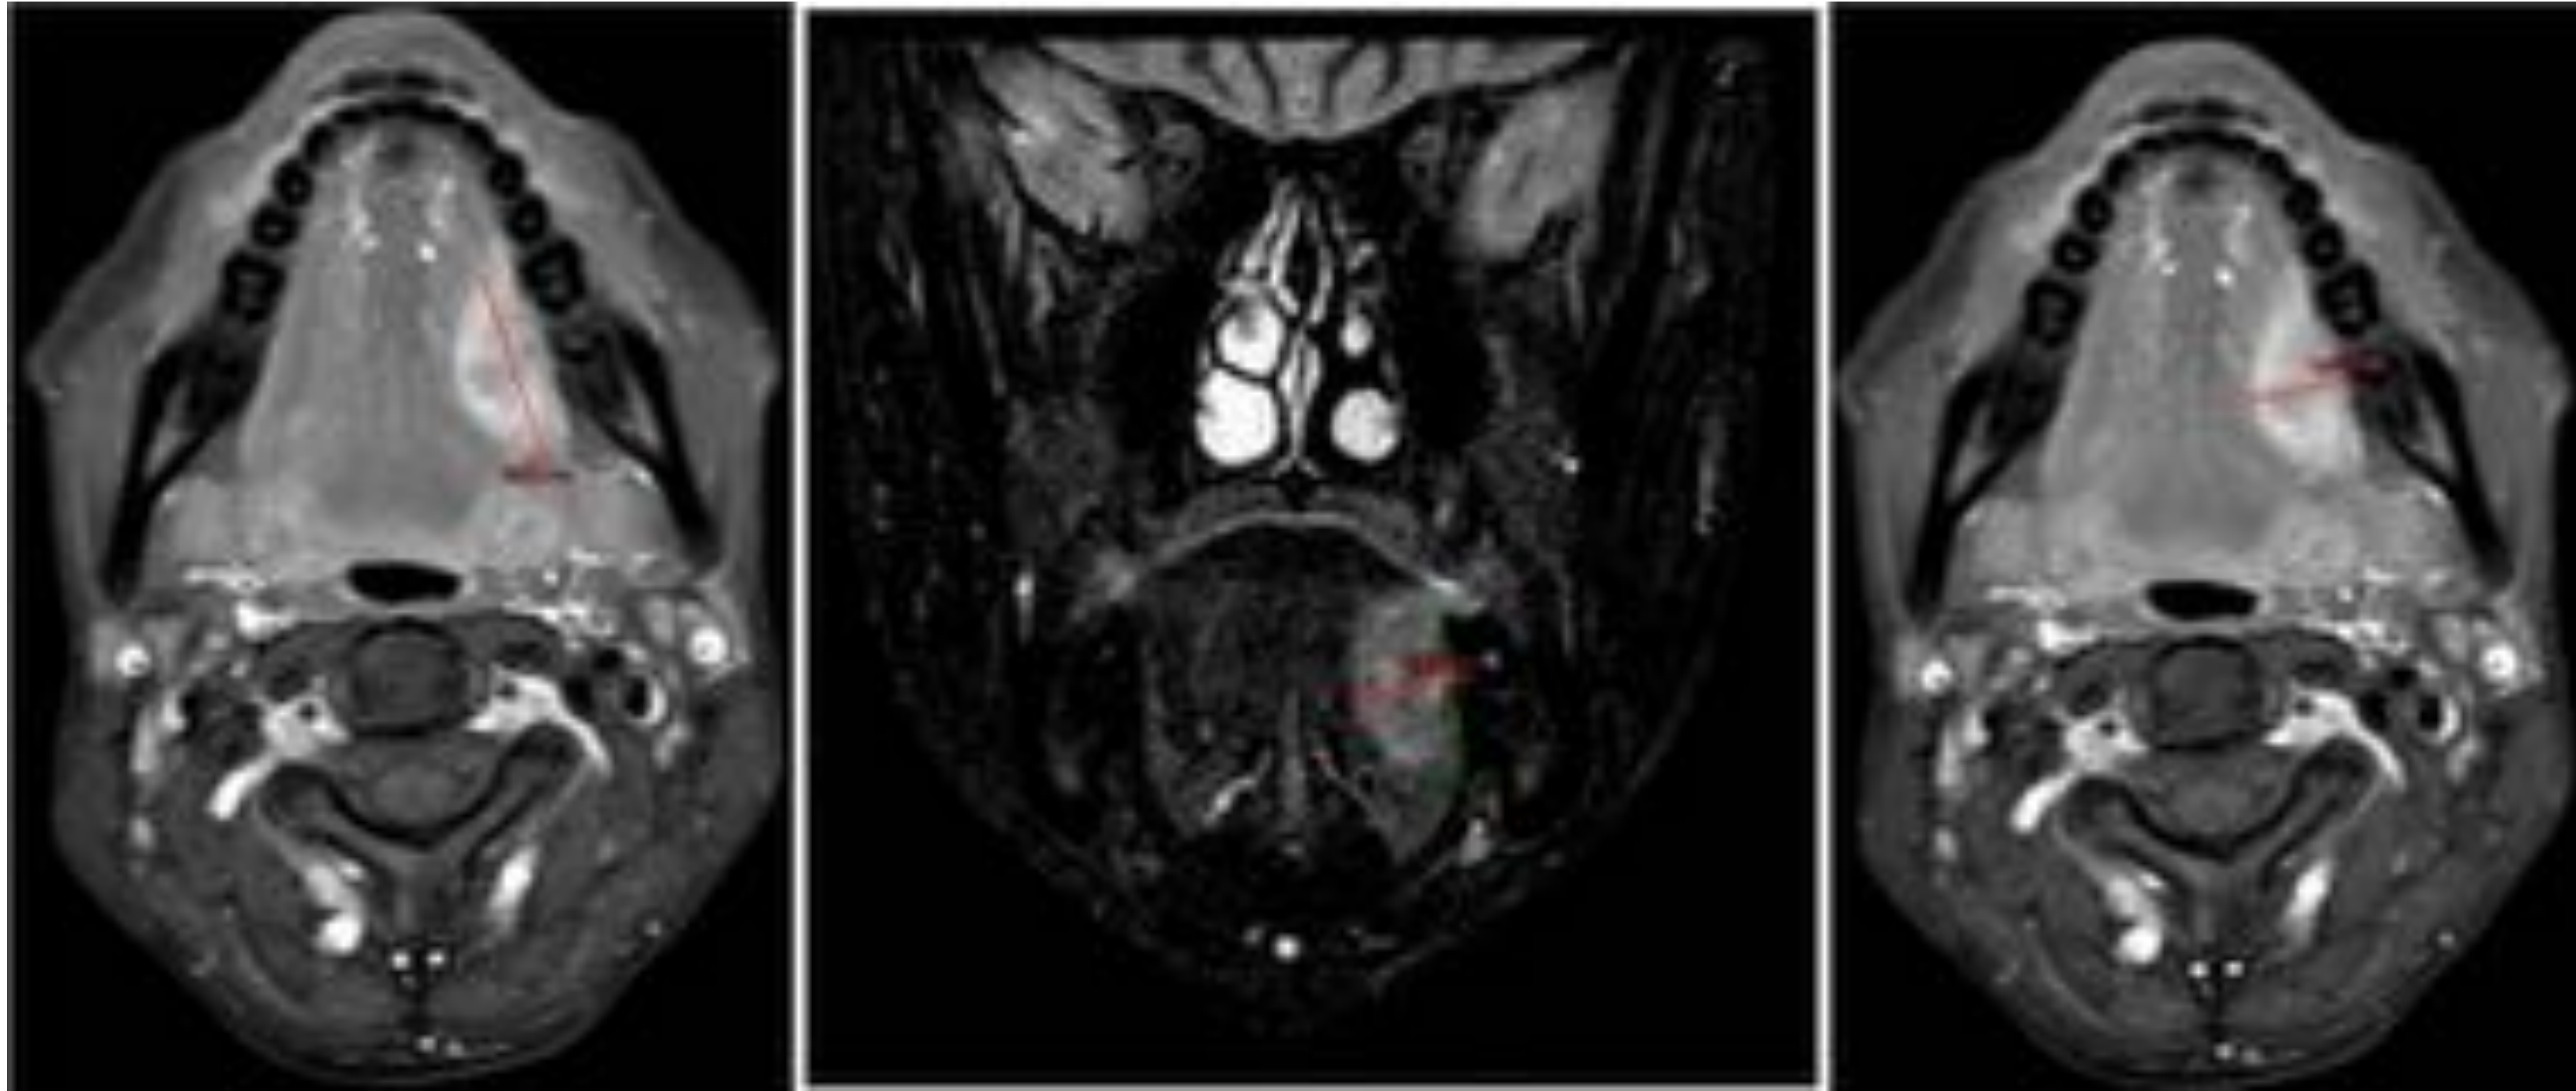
RM Axial con contraste potenciada en T1 con supresión grasa y coronal STIR que muestran una gran tumoración en borde lateral de la hemilengua izquierda. Tamaño tumoral máximo de 2.6 cm, en la 7º Edición del TNM de cabeza y cuello, correspondería a T2. Al obtener un DOI de 14 mm, en la 8º Edición de TNM se clasificaría como T3. Fuente: HUSC.
